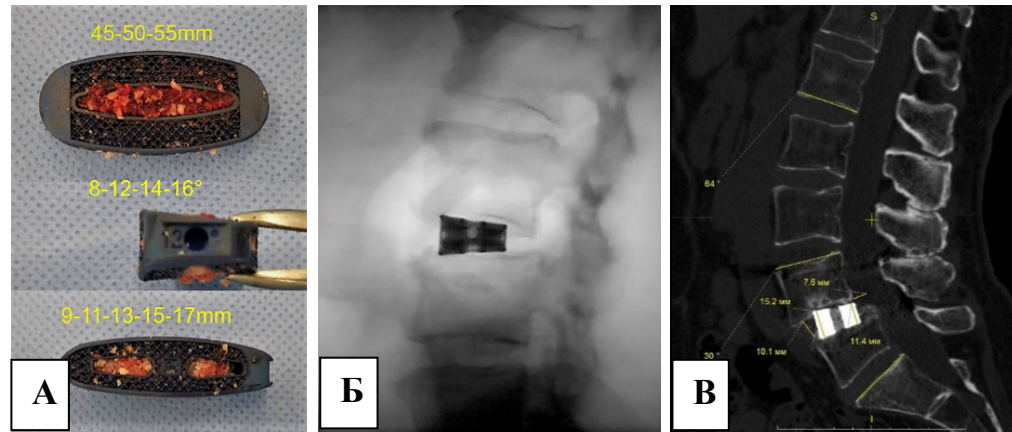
Индивидуальный кейдж из пористого титана (3D печать): внешний вид с трансплантатами перед установкой (А); после MIS LLIF на интраоперационной рентгенограмме в боковой проекции (Б); на послеоперационной компьютерной томограмме в сагиттальной проекции (В)
